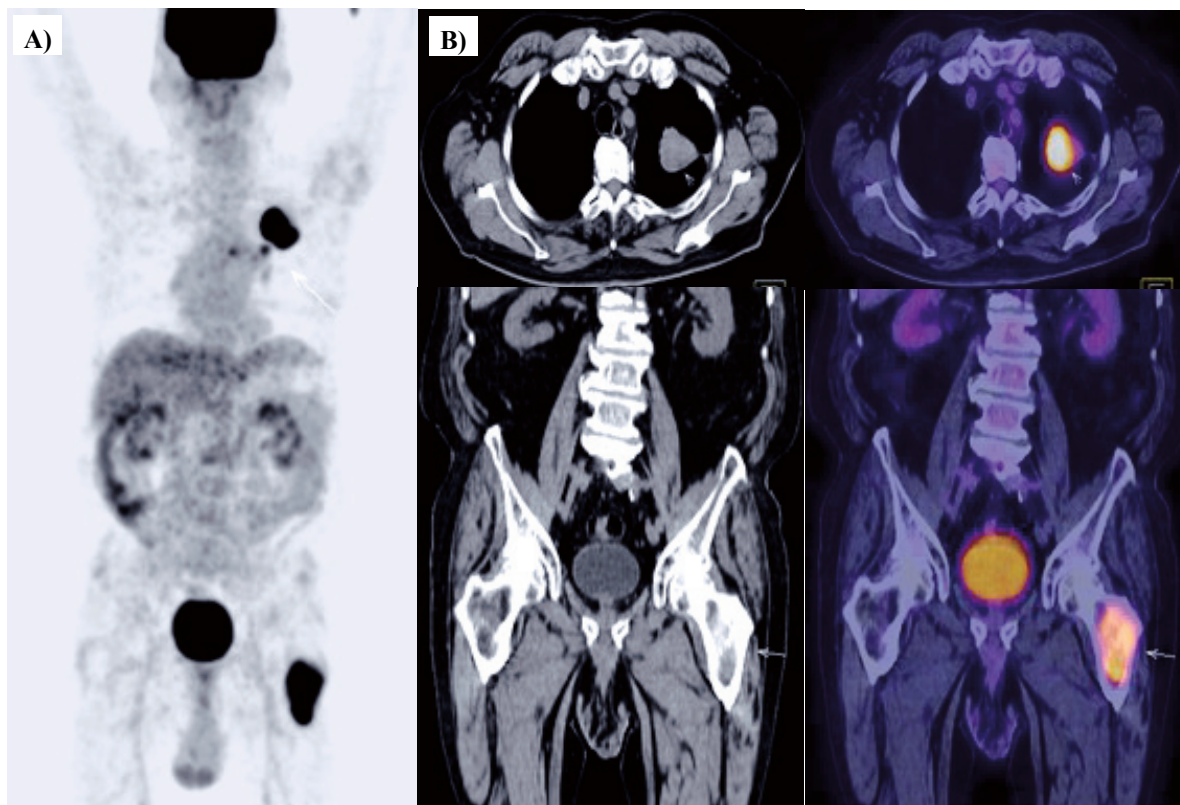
Paciente con Carcinoma de pulmón que acude para estadiaje. Se evidencia lesiones hipermetabólicas: en lesión primaria pulmonar, adenopatías en mediastino y fémur proximal izquierdo. (A), MIP: Proyección de Máxima Intensidad. (B), Imágenes CT y PET/CT.
